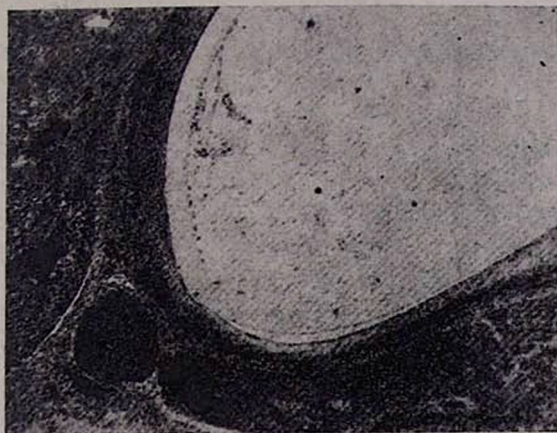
Участок диффузионной камеры с приросшими к ней органами (ув. 40X).
